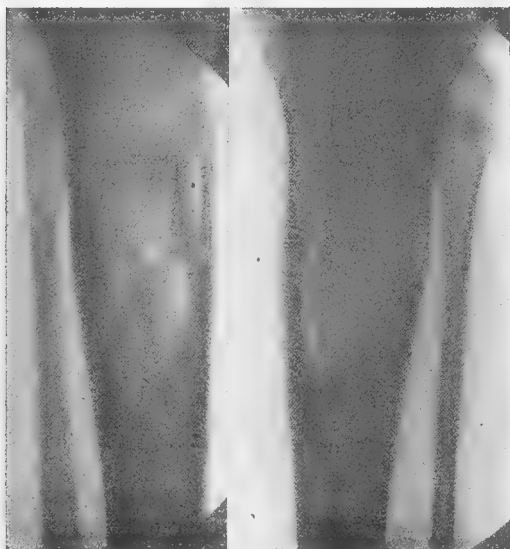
Radiographie un an après l'opération.
